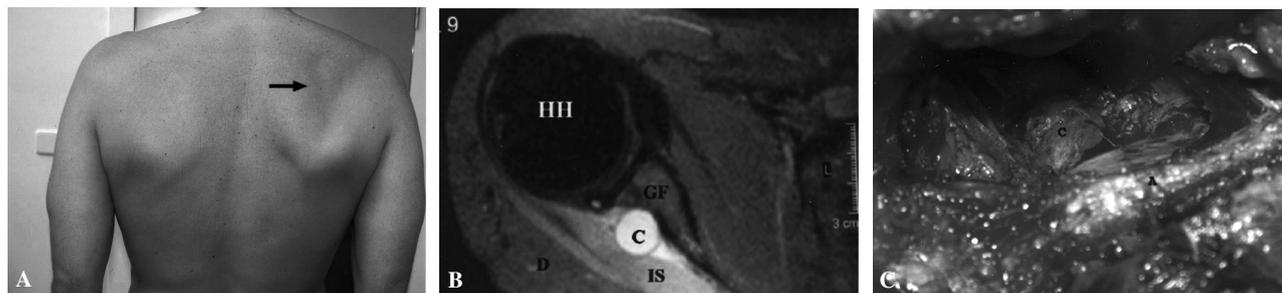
(A) Se muestra la atrofia del músculo infraespinoso izquierdo (flecha). (B) Resonancia magnética: secuencia transversal STIR que muestra el ganglión— C— de 1,5 cm, con edema del músculo infraespinoso (IS) por denervación. (C) Imagen intraoperatoria. A: acromion; C: ganglión; D: músculo deltoides; GF: fosa glenoidea; HH: cabeza del húmero.
